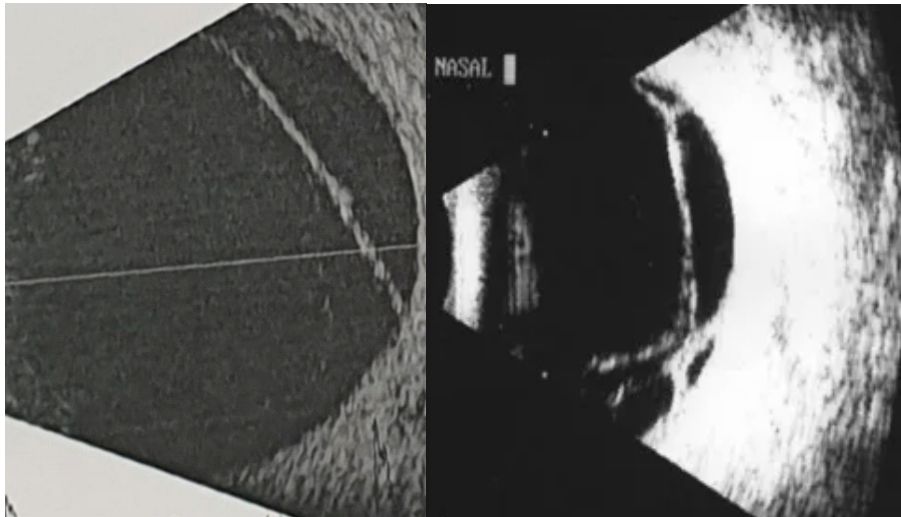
Images échographiques de rétinopathie diabétique compliquée.
